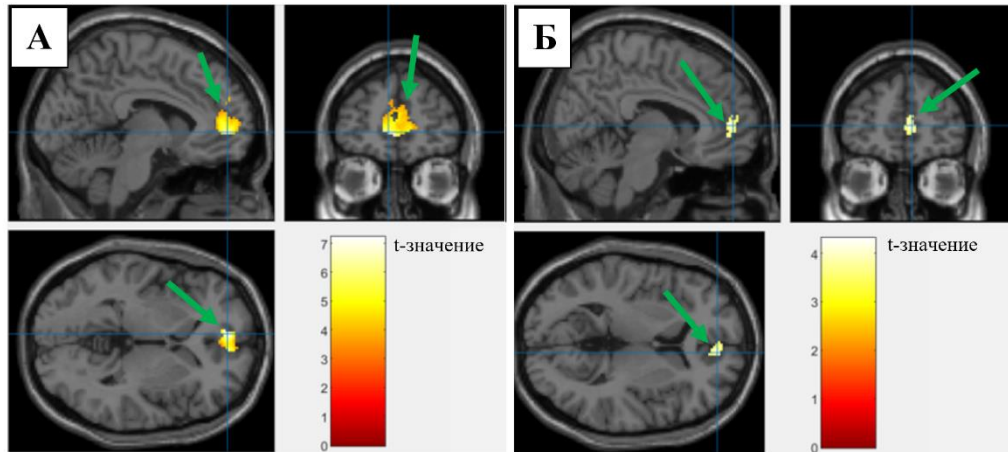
Функциональная МРТ, сравнение зон активации в правом островке при стрессовой стимуляции электрическим током. У пациентов с ишемической болезнью сердца (А) объем зоны активации (обозначен стрелкой) составил 323 вокселя, $P = 0,025$. В контрольной группе (Б) область активации также была видна (обозначена стрелкой), ее объем – 275 вокселей, выраженность активации не достигла статистически значимого порога, $P = 0,787$. Цветные шкалы обозначают диапазон t-значений при статистическом анализе групповых карт активации
